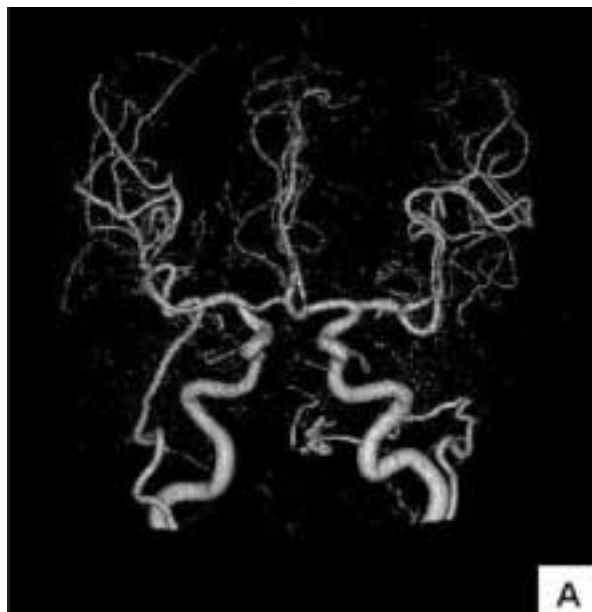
CTA（A-P view），post-op day 9
